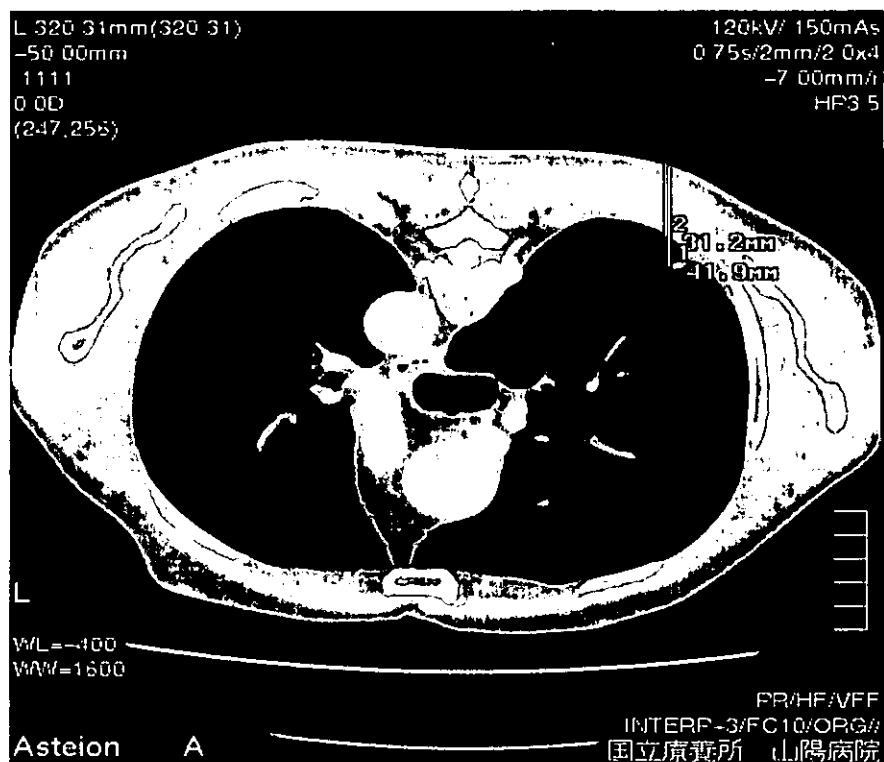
CT 下に血管用造影剤を腫瘍近傍に注入する。皮膚表面にマーカーを置き、胸膜まで、および腫瘍までの距離を計測する。造影剤は腫瘍自体ではなく、その近傍に注入する。
